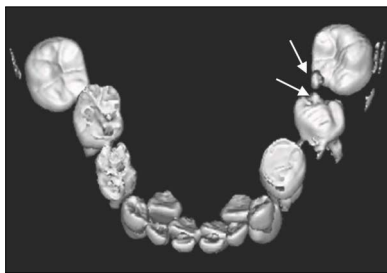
3-D dental CT view (Initial)
